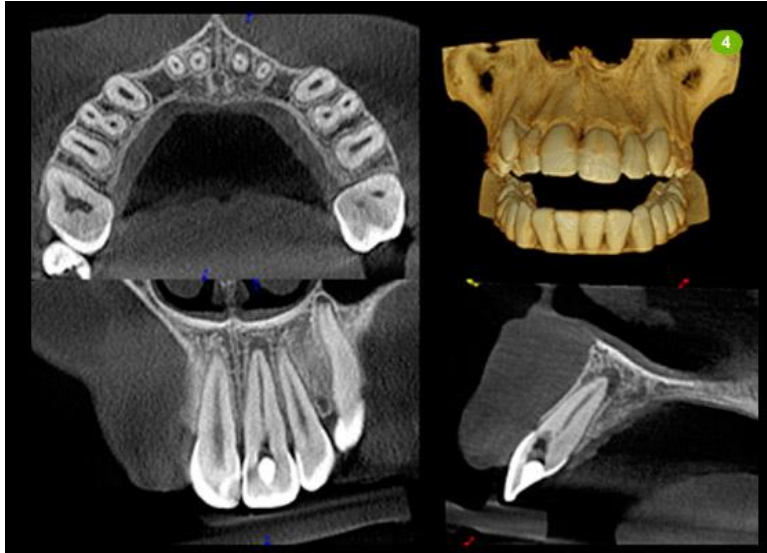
Uso de TAC y Cone Beam como métodos de diagnóstico.²¹
